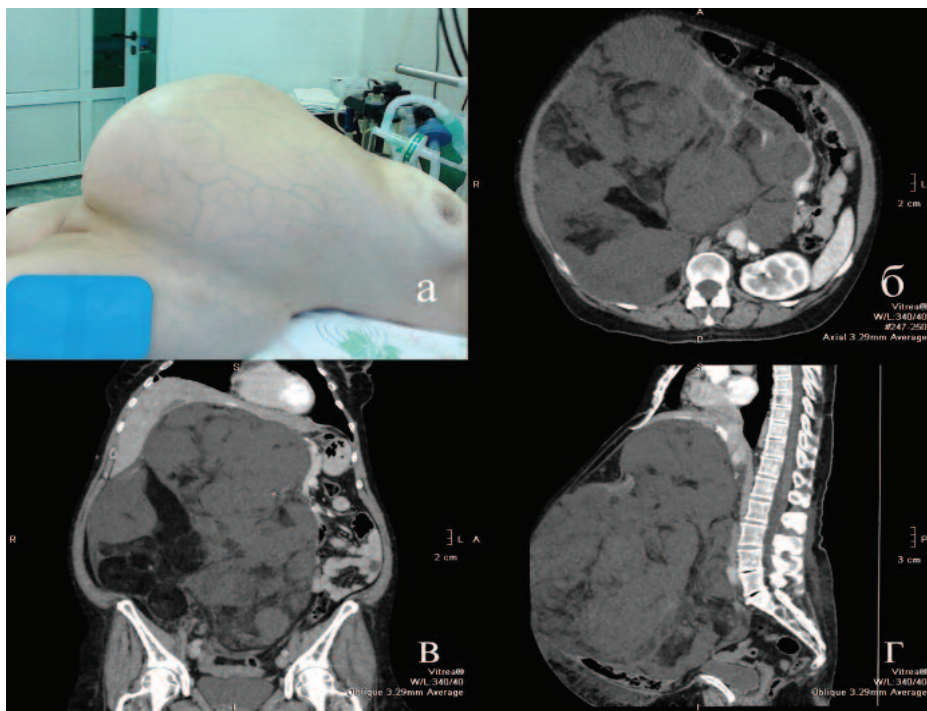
Пациентка перед операцией, визуализируется подкожная венозная сеть (а), дооперационная СКТ (б-г)
